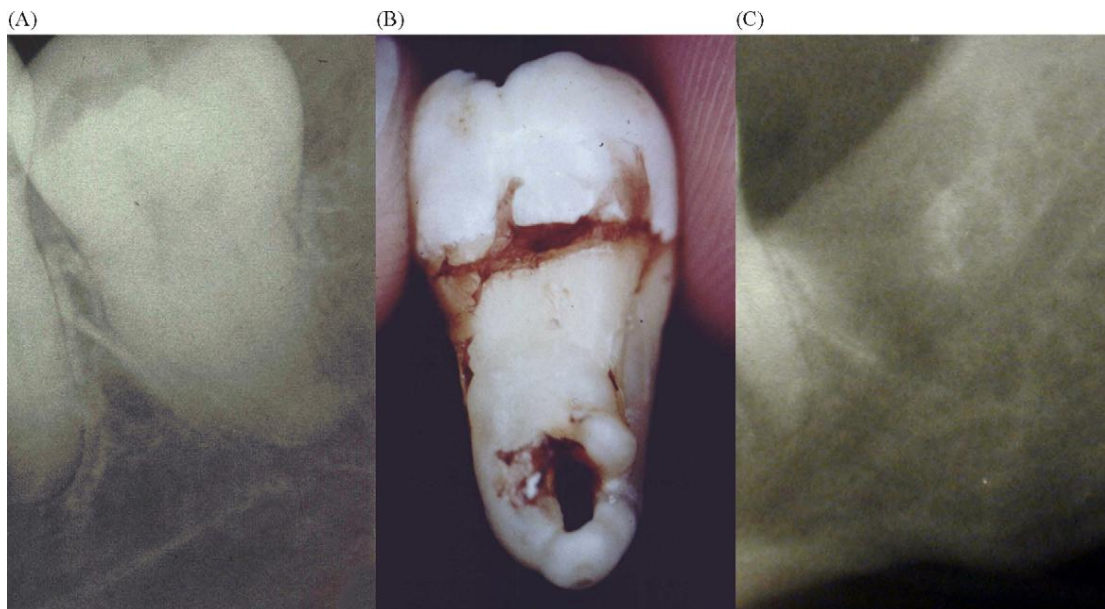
A. Radiografía antes de retirar el Tercer molar, se muestra una banda oscurecida sobre la raíz, B. Tercer molar inferior izquierdo con el nervio alveolar inferior atravesando las raíces, C. radiografía postoperatoria mostrando ruptura del Nervio alveolar inferior por el diente extraído.⁶
